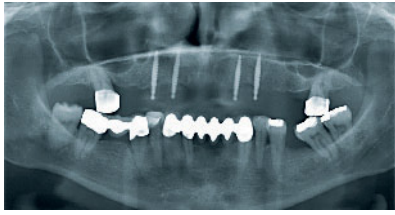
Orthopantomogramm nach der Insertion von vier 13 mm langen MDIs mit einem Durchmesser von 2,4 mm.
